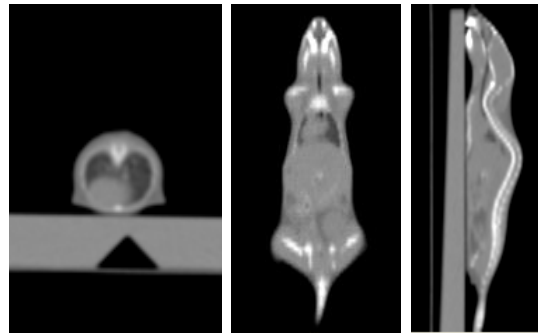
CT로부터 획득된 마우스의 해부학적 정보 영상
